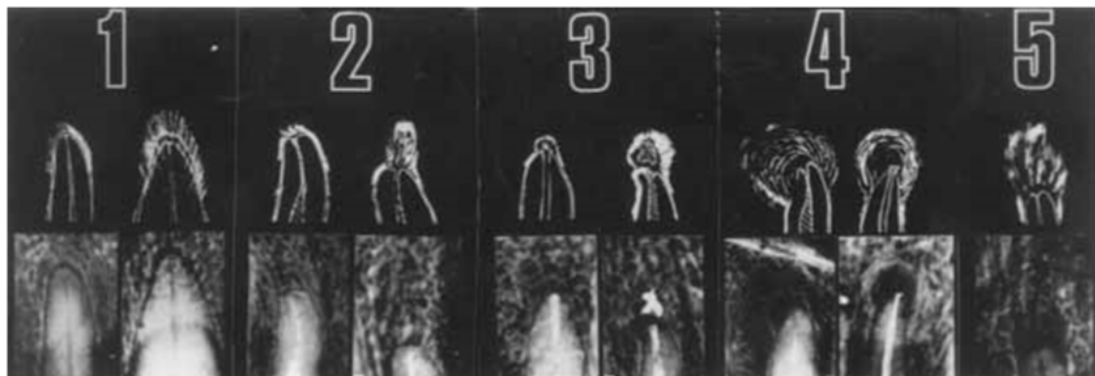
Radiografies de referència amb valors PAI<sup>[28]</sup>.
